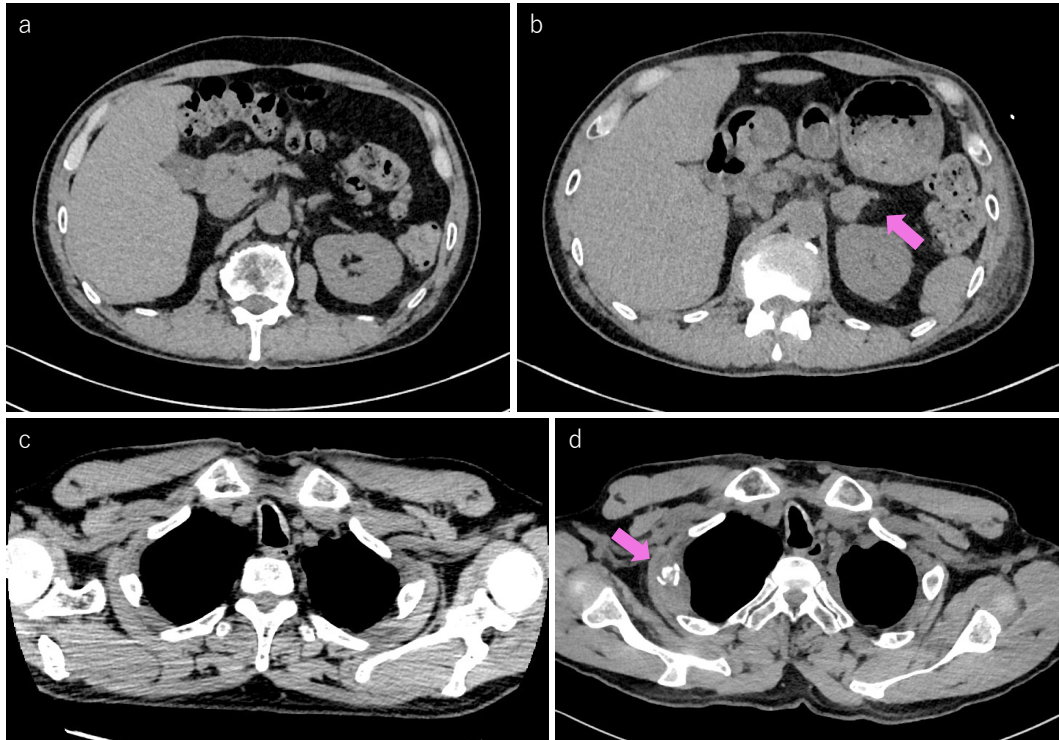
Swelling of the left adrenal gland not observed on preoperative CT (a) was confirmed on CT three weeks after the initial surgery (b). Bone destruction of the right second rib not observed on CT three weeks after the initial surgery (c) was confirmed on CT five weeks after the initial surgery (d). These findings were suggestive of metastases of a SMARCA4-deficient undifferentiated tumor.
